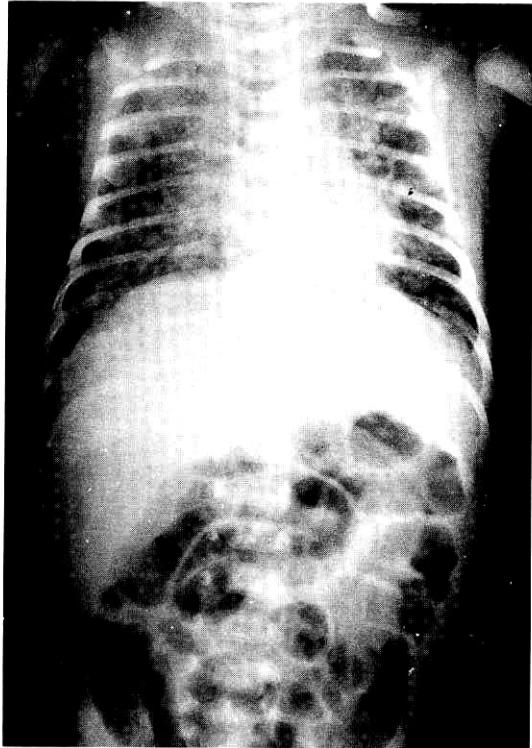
Chest radiograph of patient shows multiple streaky and patchy densities in both lung fields with uneven aeration.
